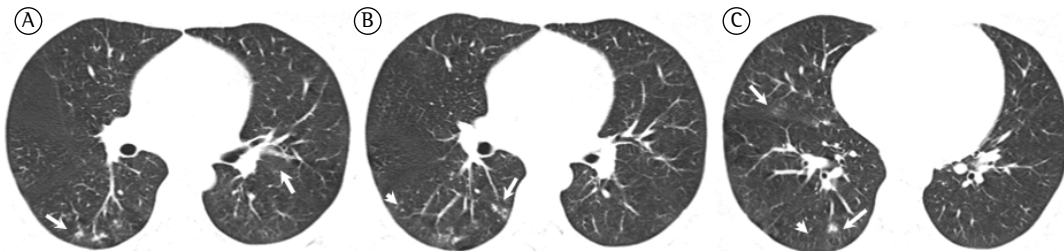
TC de tórax na admissão hospitalar revelando micronódulos parenquimatosos indistintos (setas curtas) com espessamento dos septos interlobulares e áreas de atenuação em vidro fosco difusas e sutis (setas longas).
